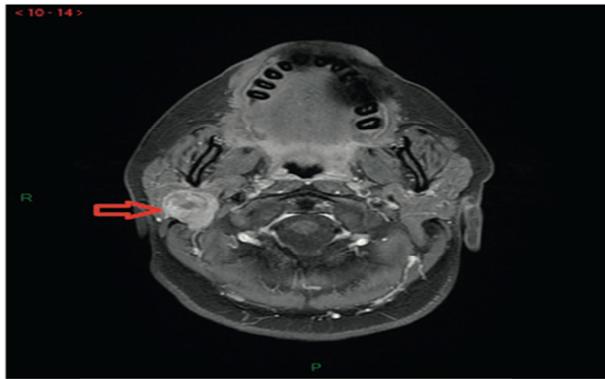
IRM cervicale, séquence T1 avec injection de gadolinium ; Tumeur parotidienne droite (flèche) compliquée d'une paralysie faciale périphérique.
